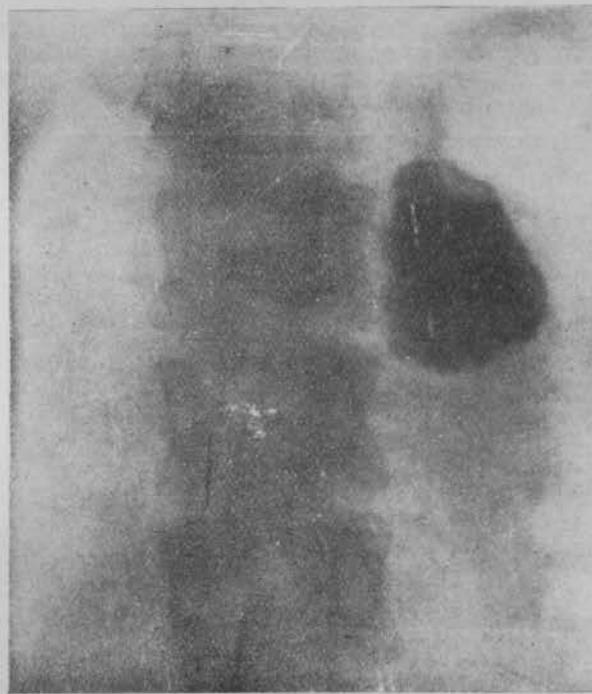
Radiografía de la sombra subdiafragmática izquierda.
